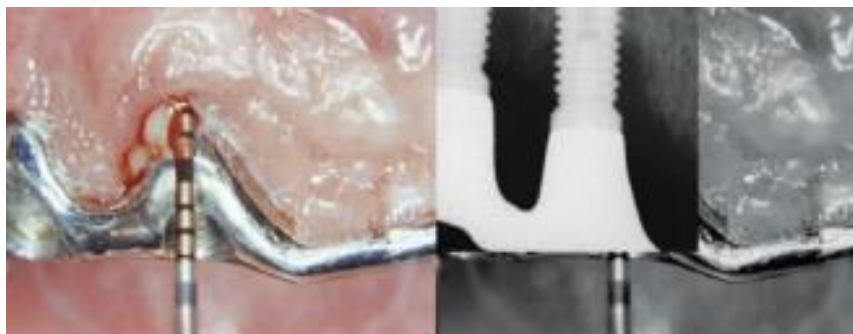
Peri-implantite. Observe clinicamente profundidade de sondagem e supuração e radiograficamente, perda óssea envolvendo mais de 3 espiras.
